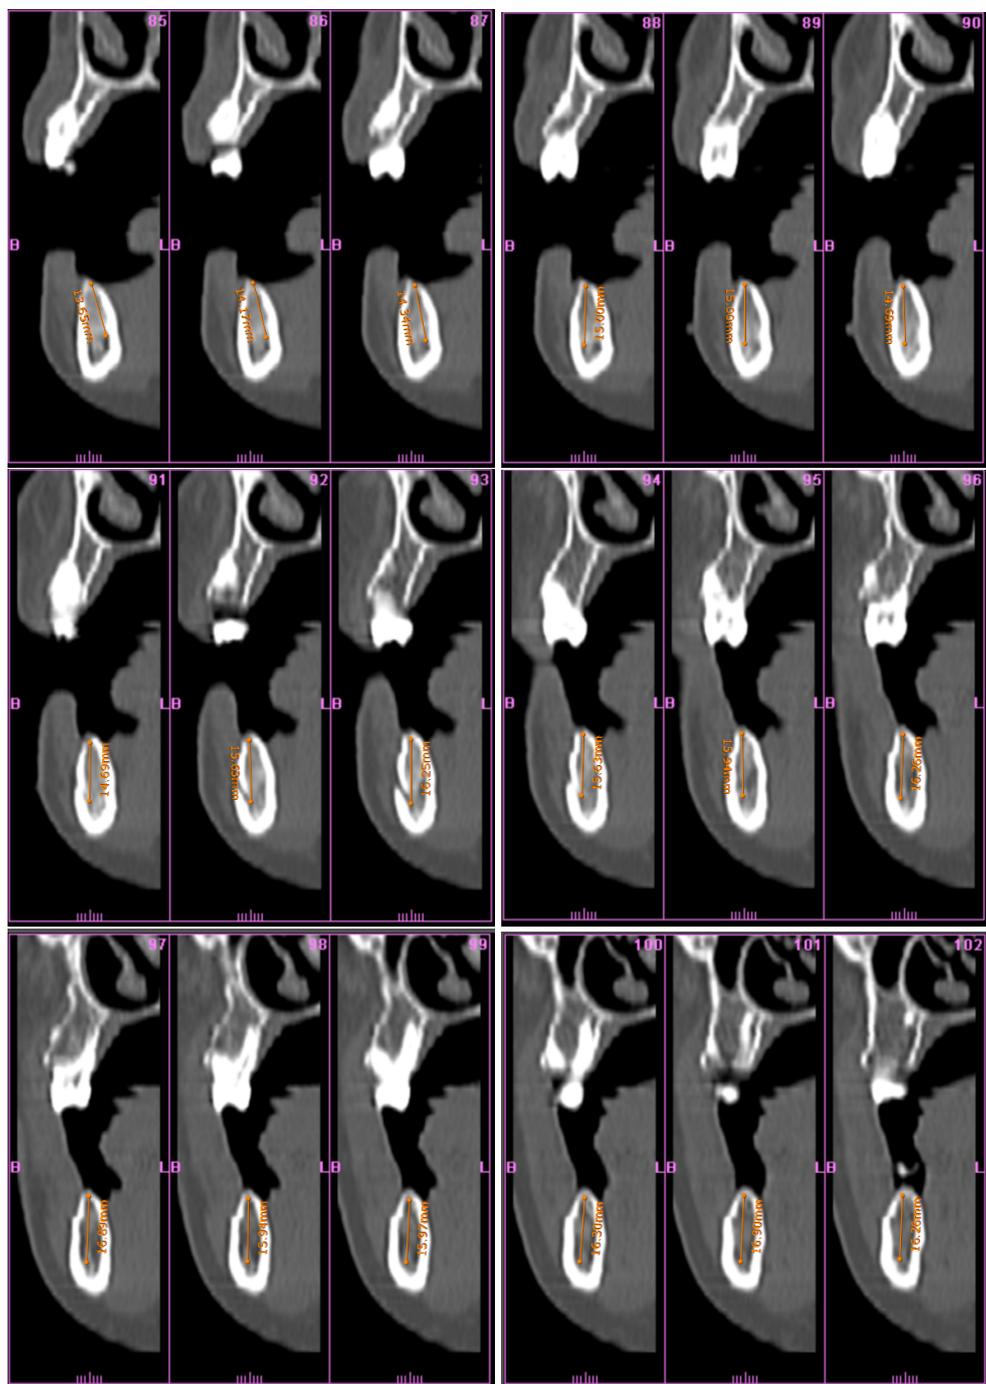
imagens paraxiais obtidas através do exame de TC do paciente 1. Estas imagens permitem medir a altura óssea do paciente de forma a avaliar a sua quantidade óssea para a colocação de implantes.
